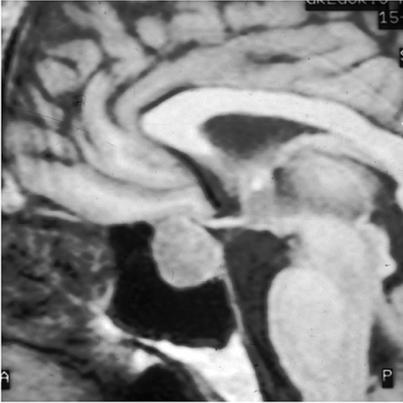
Resonancia magnética: adenoma productor de tirotropina.
